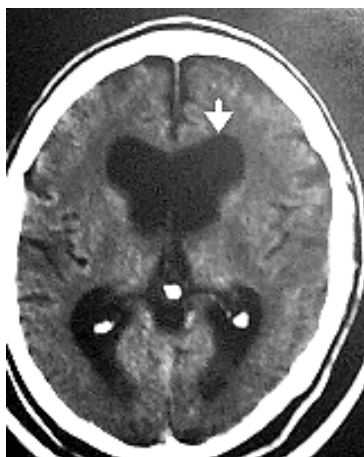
CT of patient with NPH.
